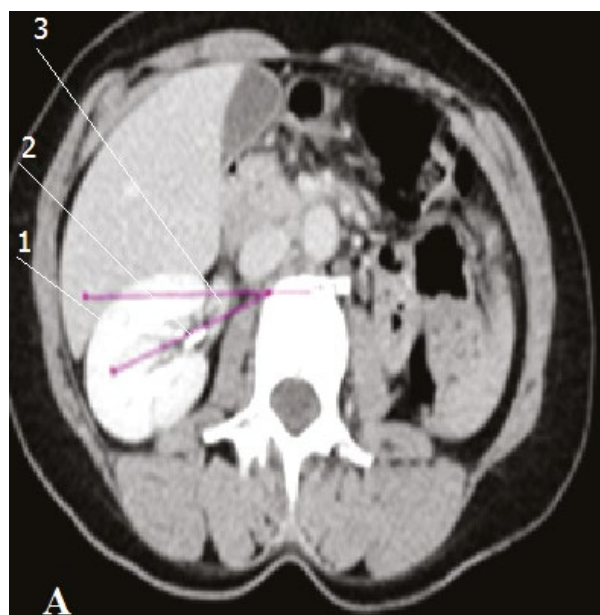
КТ (А) - обычное расположение правой почки. КТ (В) - наружное расположение ворот пояснично дистопированной левой почки. 1-почка, 2-ворота почки, 3-сосудистая ножка почки.
